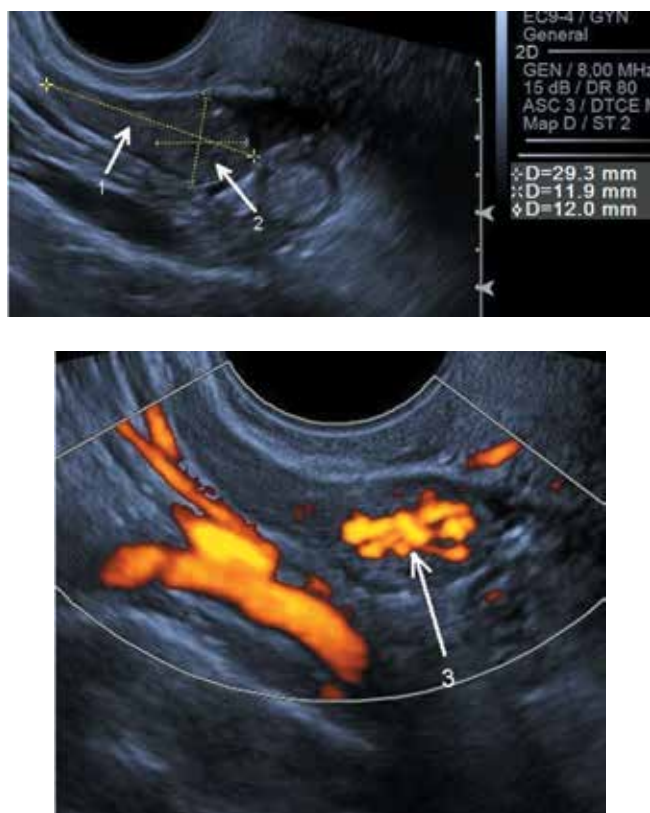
Ультразвуковая томограмма неувеличенного яичника больной Г., в структуре которого определяется метастаз: 1 — неизмененная структура яичника; 2 — округлое солидное образование (метастаз); 3 — неоваскуляризация (режим энергетической доплерографии)
